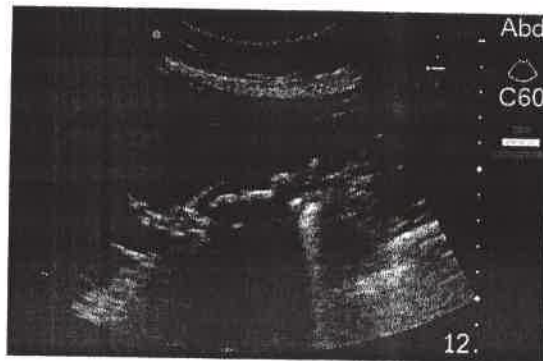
8 Ecografie abdominală: litiază veziculară, calculi multipli.
